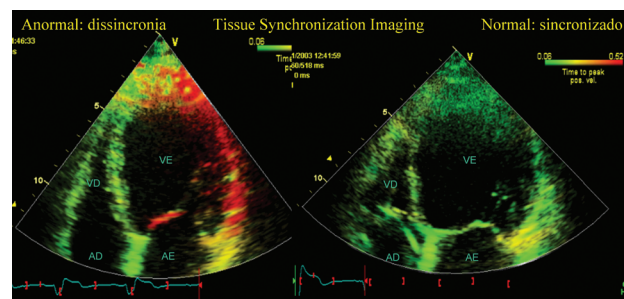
Doppler tecidual bidimensional do ventrículo esquerdo, codificado em escala de cores, verde até vermelho, de acordo com o intervalo de tempo do pico da velocidade de contração (TSI: *Tissue Synchronization Imaging*). Análise visual do sincronismo ventricular: anormal à esquerda (cores avermelhadas indicam paredes com atraso na contração do VE) e normal à direita, após ressincronização com marca-passo.
